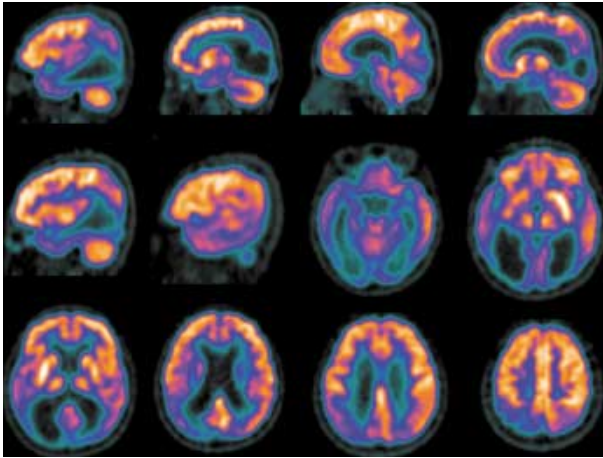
Brain F<sup>18</sup>-FDG PET (sagittal and axial views) shows marked hypometabolism involving bilateral temporoparietooccipital areas, more on the right side. These findings are consistent with the brain MRI findings (Fig. 1) and clinical features.
